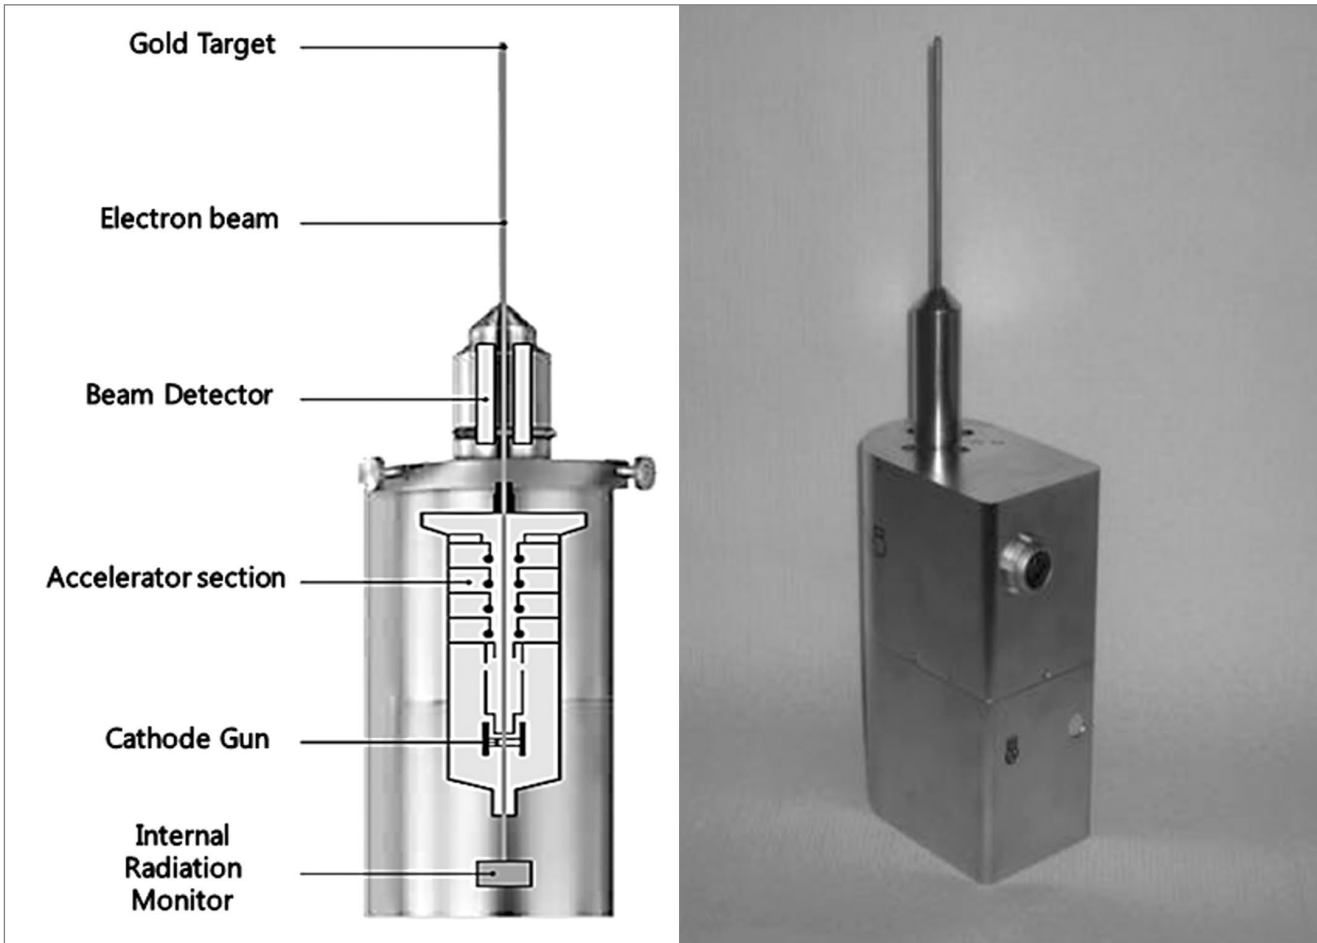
The internal structure of 50kVp X-ray source (XRS)
